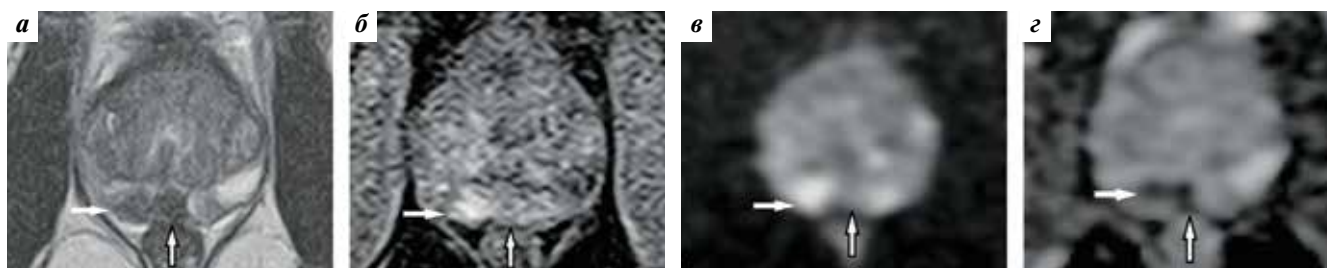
Магнитно-резонансные томограммы предстательной железы у пациента 67 лет с верифицированным раком предстательной железы, локализованным в периферической зоне справа (сумма баллов по шкале Глисона 4 + 3): а – T2-взвешенное изображение (ВИ) в коронарной проекции, горизонтальная линия демонстрирует уровень аксиальных срезов на уровне средней трети железы; б – T2-ВИ в аксиальной проекции; в – карта измеряемого коэффициента диффузии (ИКД); г – динамическое контрастное усиление (ДКУ). Неизменная центральная зона (стрелки) определяется на аксиальных T2-ВИ в виде центрально расположенной, однородно гипоинтенсивной структуры в сочетании с низкоинтенсивным сигналом на картах ИКД. В отличие от опухоли, локализованной в латеральных отделах периферической зоны правой доли предстательной железы, в неизменной центральной зоне отсутствует очаговое контрастирование при ДКУ
